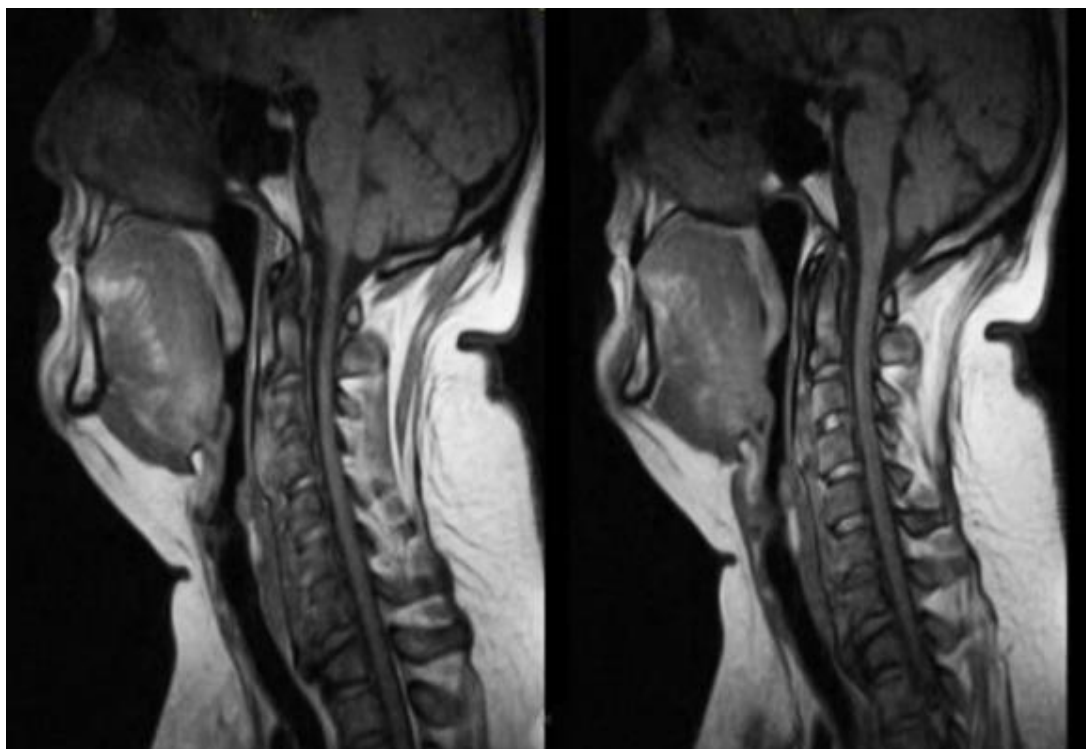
Resonancia magnética nuclear (IRM 19-98). Se observa el espacio C4-C5 con hernia discal central y a ambos lados. Hipertrofia del ligamento amarillo.
